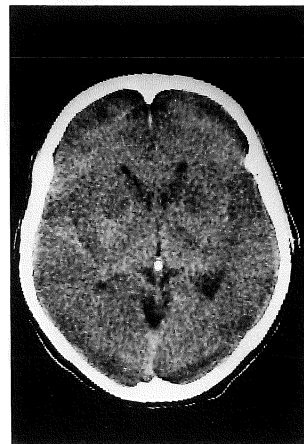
CT obtained 7 days after admission. Low-density areas are present in the cerebral cortex and basal ganglia. Brain swelling is seen.
